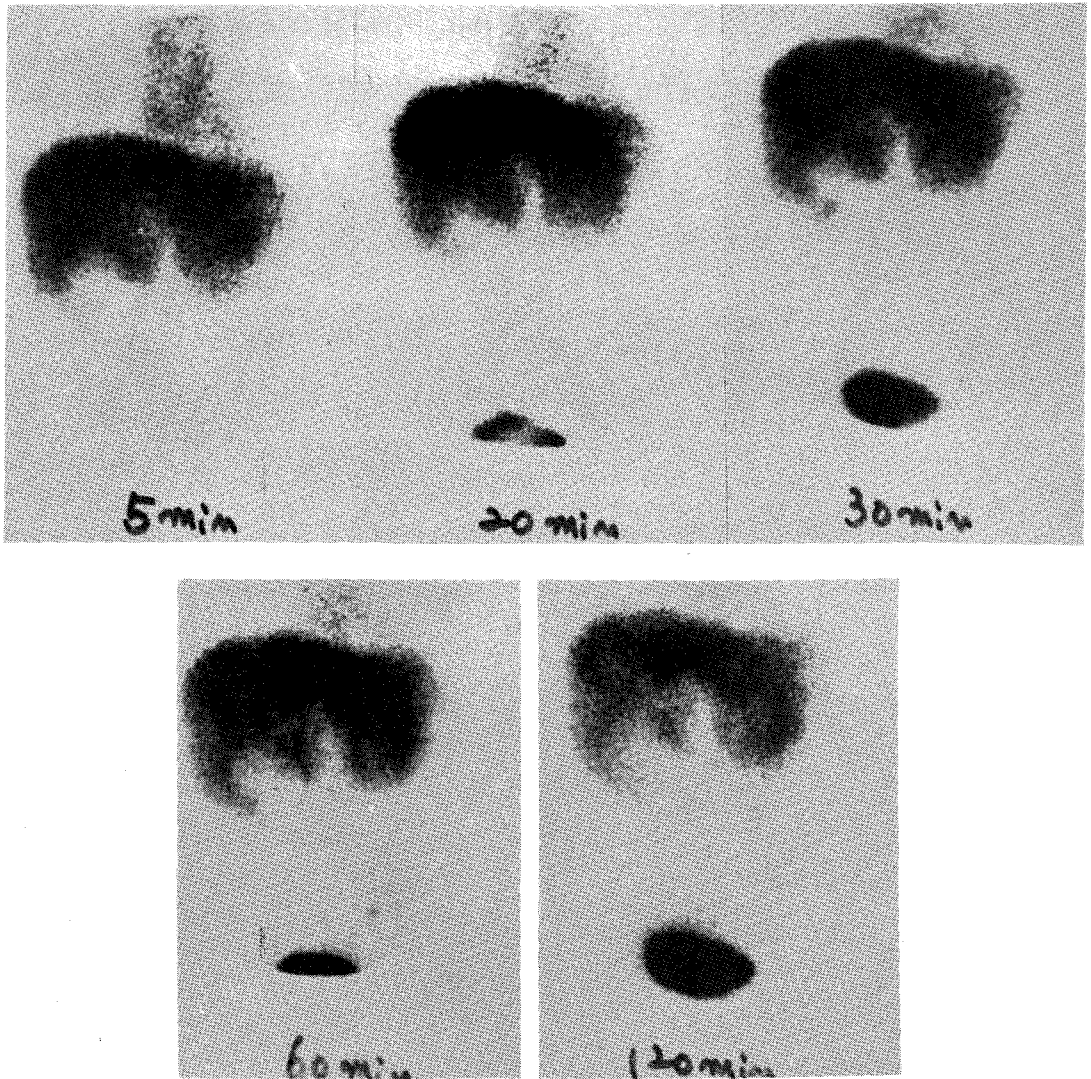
59 years old female. Choledocholithiasis. ^{99m}Tc -DISIDA hepatobiliary scintigraphy show non-visualization of biliary excretion and bowel activity till 120 min, crescent photon defect in the gall bladder fossa and fissure-like photon defect in the porta hepatis. On the ultrasonogram, marked distension of the gall bladder, marked dilatation of the common bile duct and distal common bile duct stone were confirmed.
